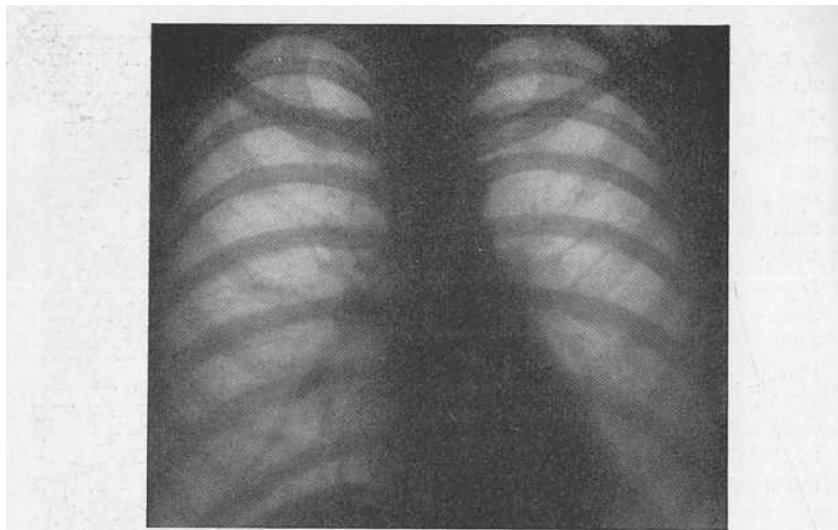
Рентгенограмма больной И. В нижних отделах легких несколько усилен бронхо-сосудистый рисунок.
